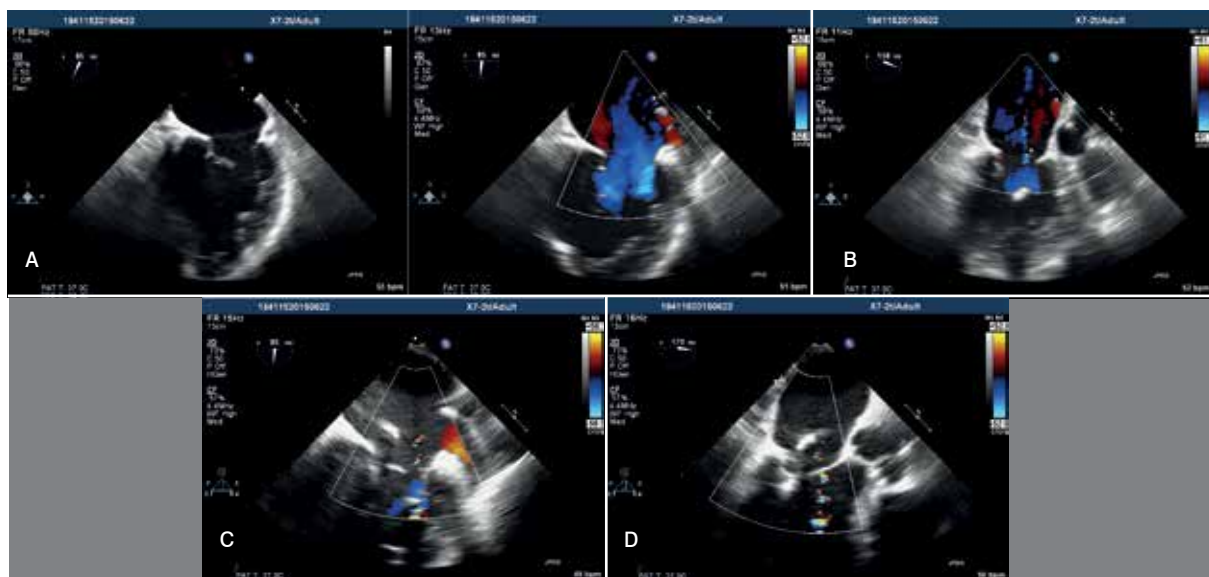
(A) e (B) - ecocardiograma transesofágico na janela intercomissural e via de saída do ventrículo esquerdo, respectivamente, que evidencia regurgitação mitral importante devido flail do folheto posterior e tethering do folheto posterior. (C) e (D) - ecocardiograma transesofágico na janela intercomissural e via de saída do ventrículo esquerdo após implante do mitracclip na janela intercomissural e via de saída do ventrículo esquerdo, respectivamente, que mostra melhora significativa da regurgitação mitral.
